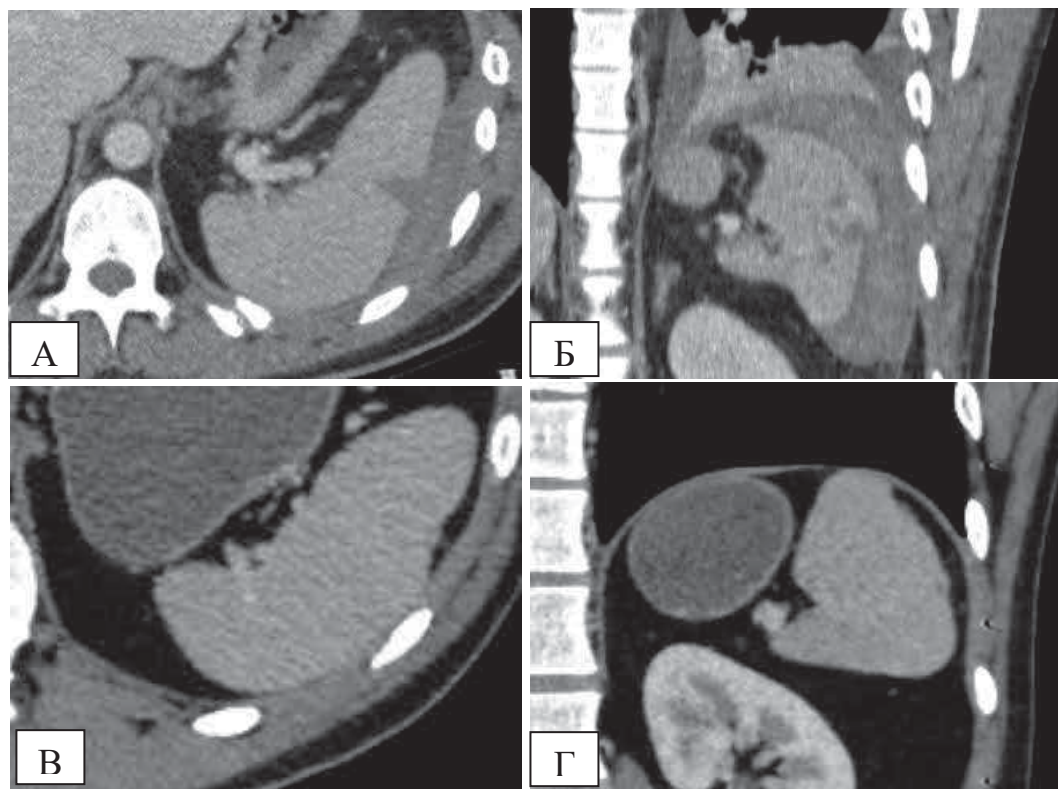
Военнослужащий К., 18 лет, в результате ДТП получил закрытую травму живота, являясь водителем легкового автомобиля, пострадавшему применялась неоперативная тактика лечения: А и Б – КТ-картина разрыва селезенки II ст. по Мартегу и скопление свободной жидкости в околоселезеночном пространстве и левом боковом канале (2 балла по шкале Федерле) при поступлении; В и Г – тот же пострадавший через 2 года без КТ-признаков посттравматических изменений паренхимы селезенки, и скопления крови в брюшной полости нет
